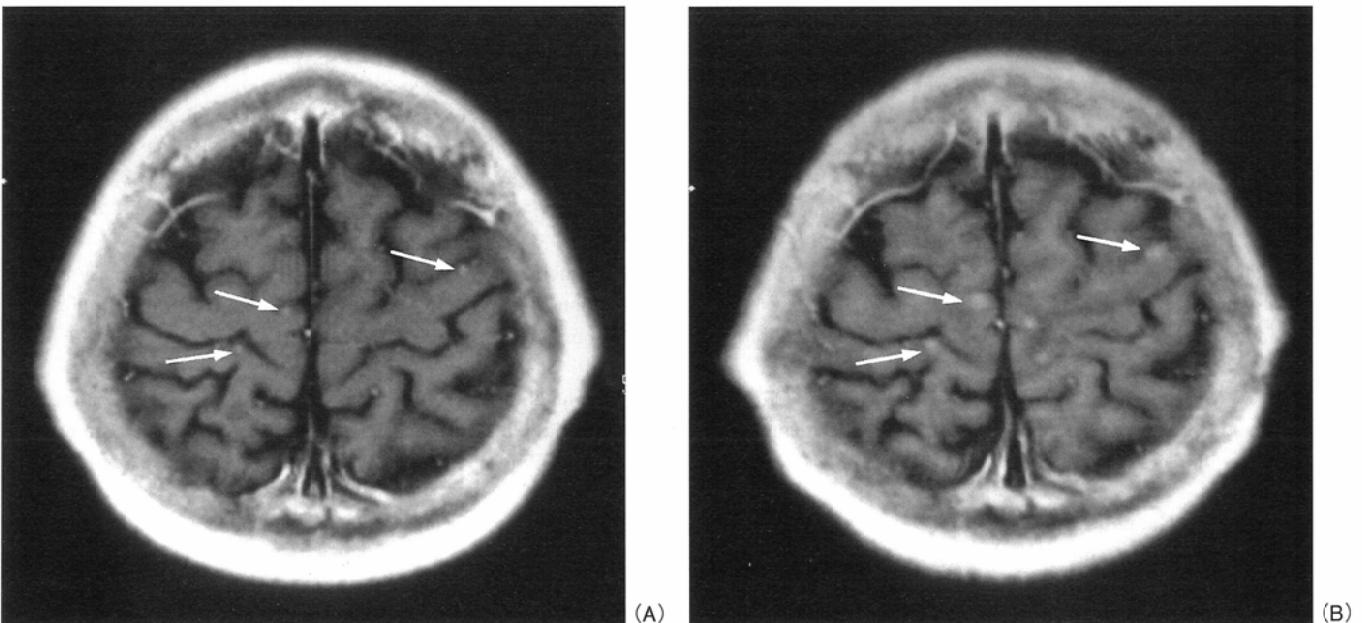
Follow-up MRI of small metastases on the brain surface. Initial DD-T1WI(A) shows tiny enhanced areas (arrows) that can not be identified as small brain metastases or vessels on the brain surface. However, DD-T1WI one month later(B) shows that these areas have increased in size. Thus, these are likely metastatic brain tumors (arrows).
